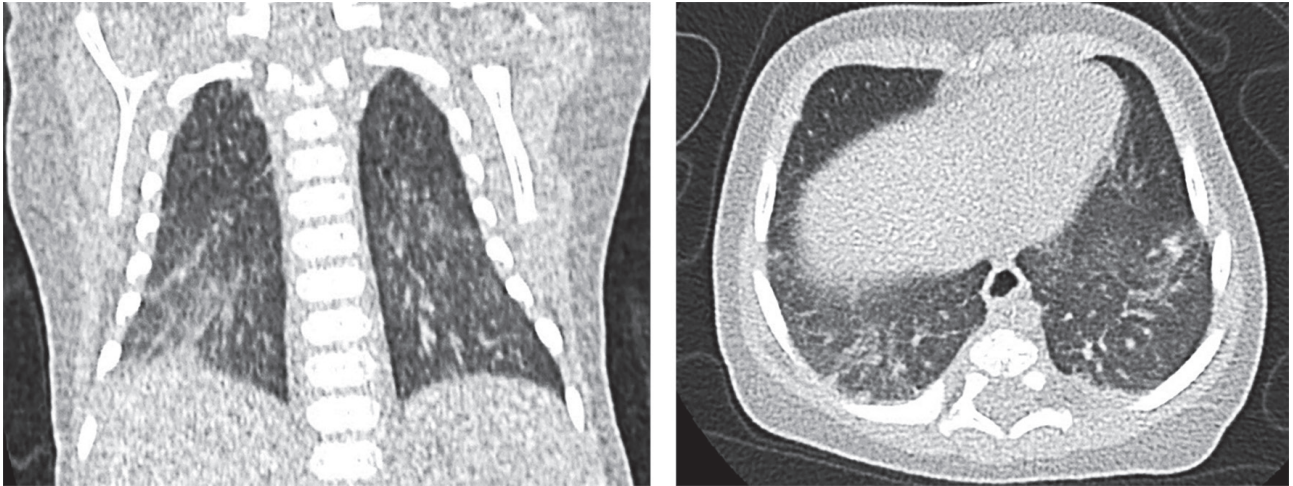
CT cutiei toracice, 30 aprilie 2021 (descriere în text)
